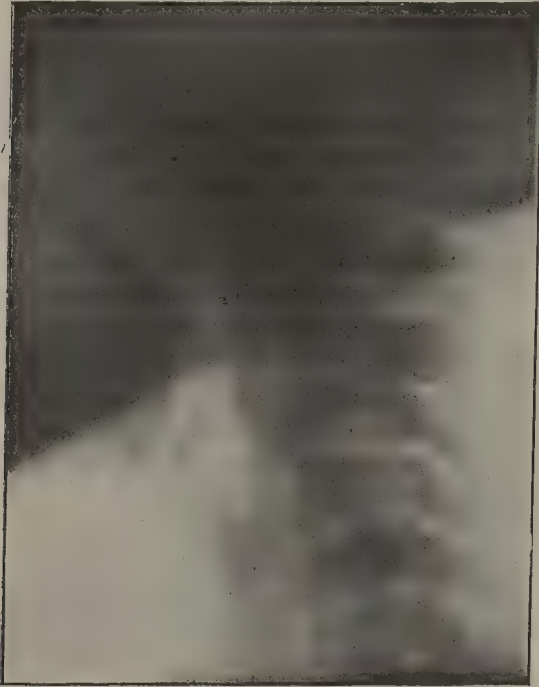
Radiographie cervicale sagittale, femme de 16 ans.
